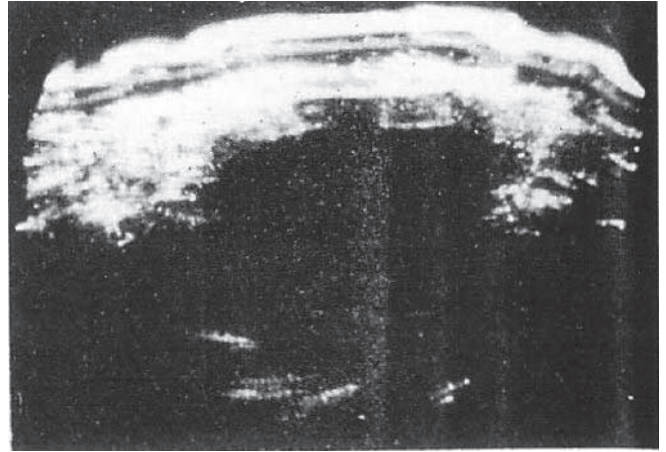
多発子宮筋腫. 超音波の強い減衰のため, 卵巣嚢胞と異なり, 腫瘤後壁はかすかに見えるのみである.
